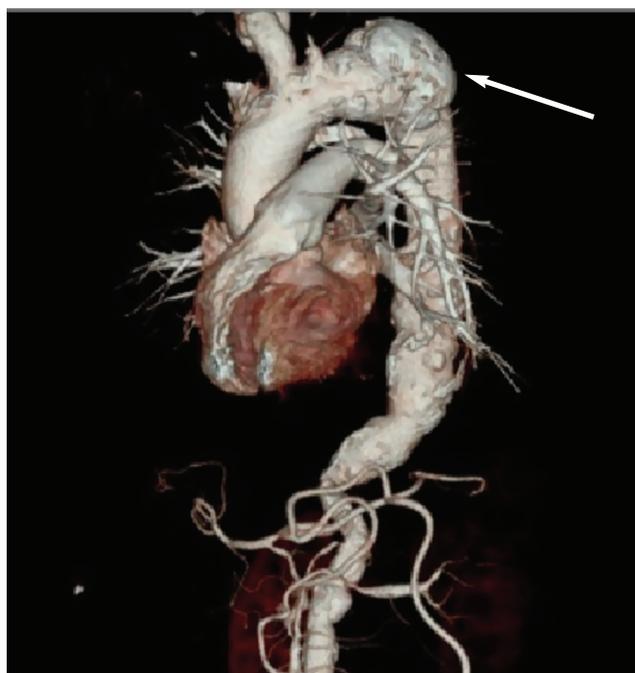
КТ грудной и брюшной аорты (стрелка – аневризма аорты)
